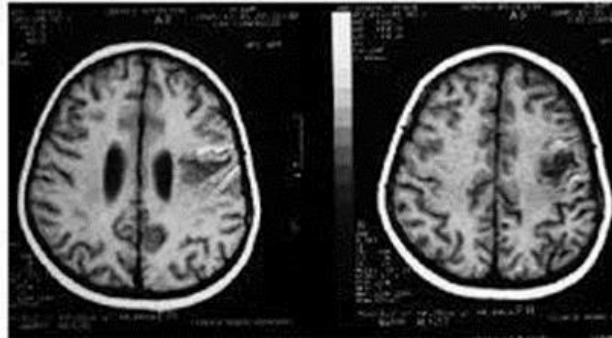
RMN cerebral corte axial.
